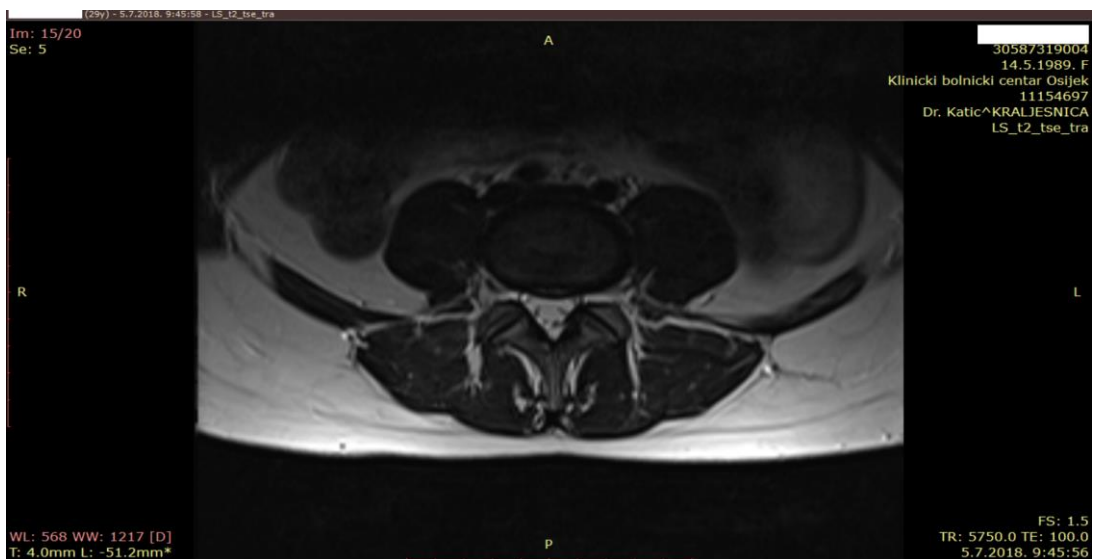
Prikaz magnetne rezonance poslije rehabilitacijskog programa kod pacijenta 1.
